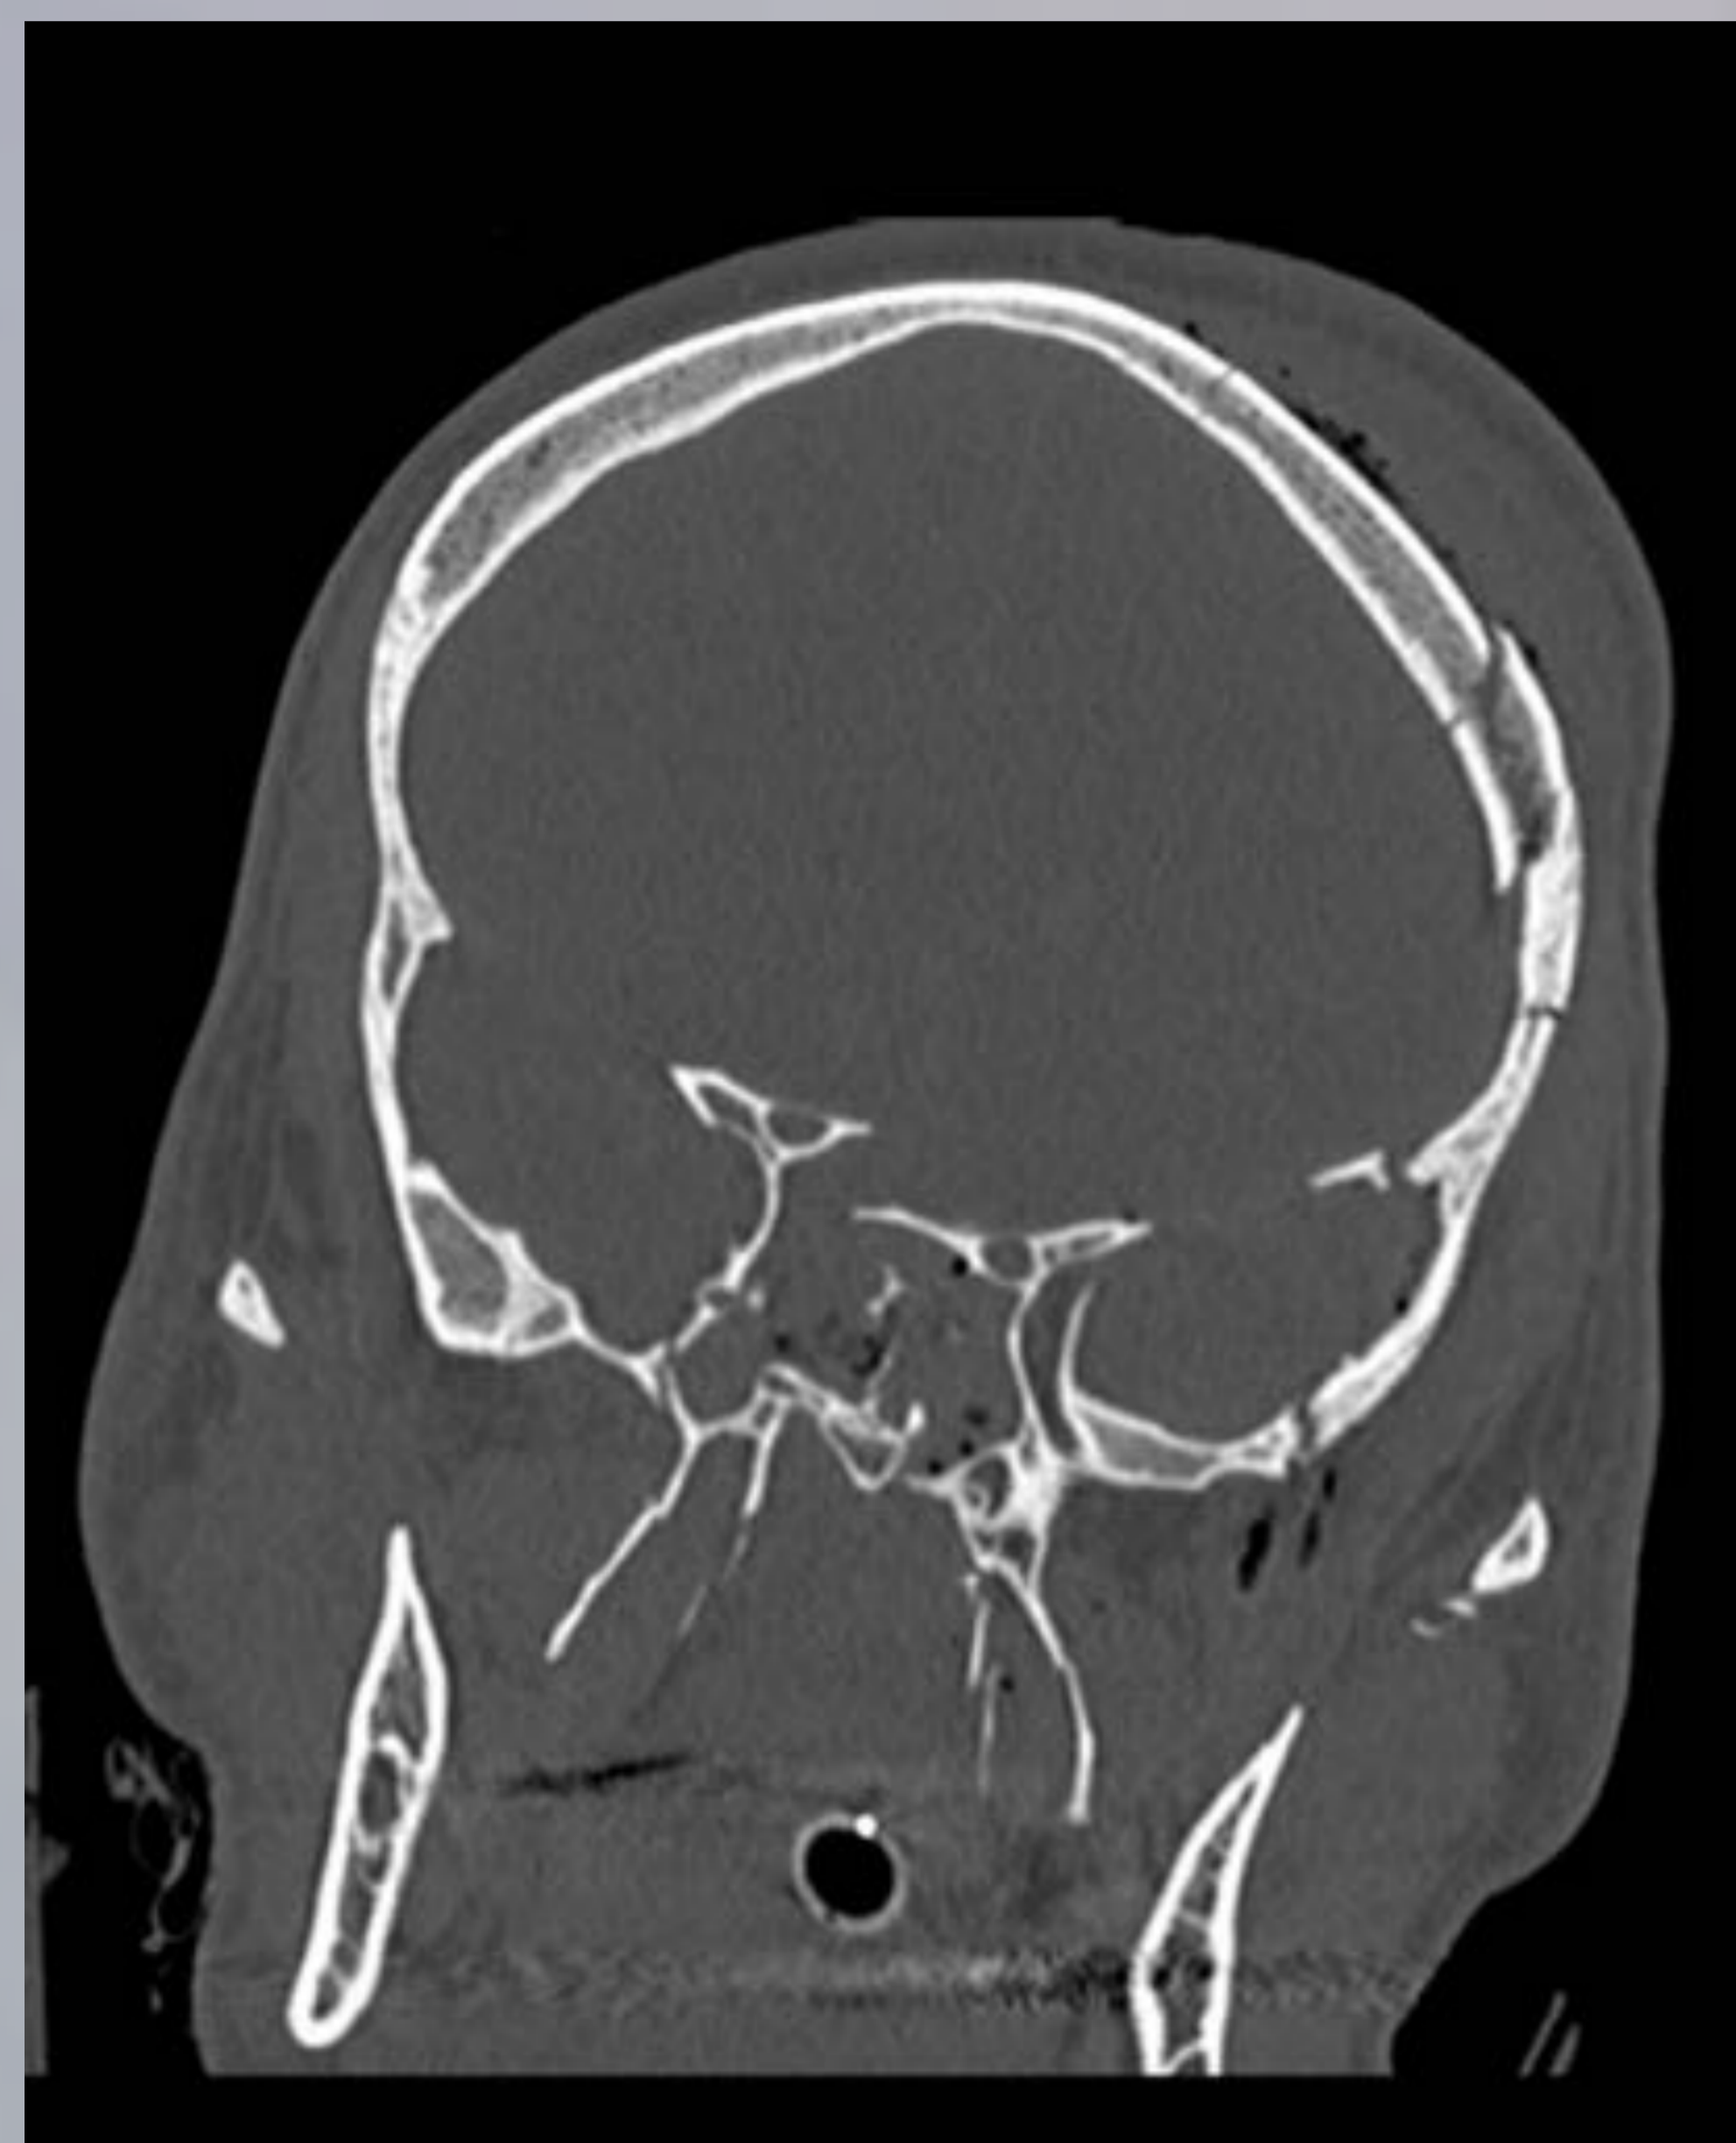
TC corte coronal y axiales en ventana de hueso, axial en ventana de partes blandas y reconstrucción 3D. Teniendo en cuenta lo explicado previamente, el análisis detenido de este complejo caso debe llevar a la identificación de un patrón de fractura Le Fort I,II bilateral y III izquierdo, una fractura NOE conminuta izquierda y una fractura del complejo cigomáticomaxilar izquierdo. Además existen trazos de fractura frontales que comunican con fosa anterior y trazos en el peñasco temporal izquierdo. No podemos olvidar nunca la valoración del parénquima cerebral, en este caso se observa la presencia de neumoencéfalo, hemorragia subaracnoidea e intraventricular.
